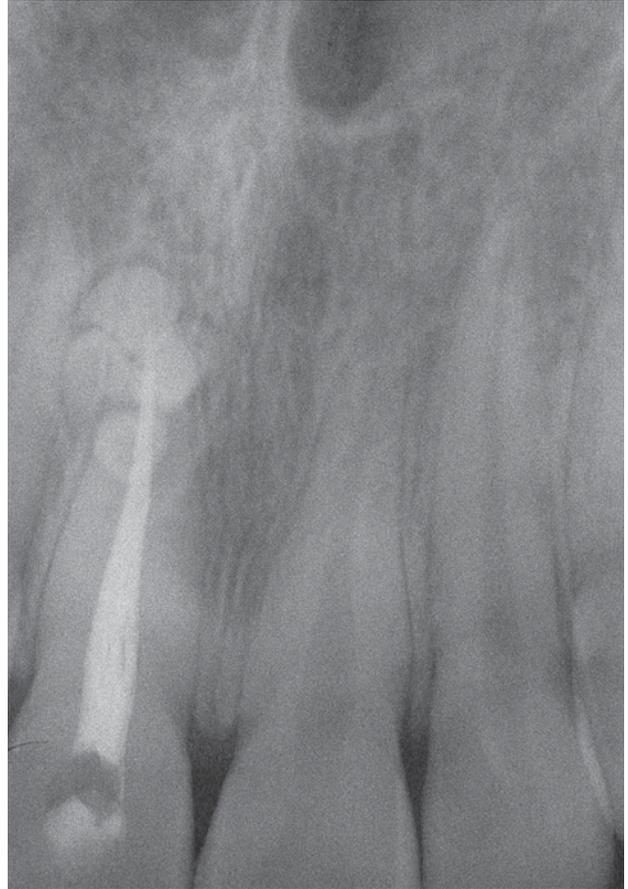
Radiografía del incisivo una vez finalizada la obturación del conducto.
